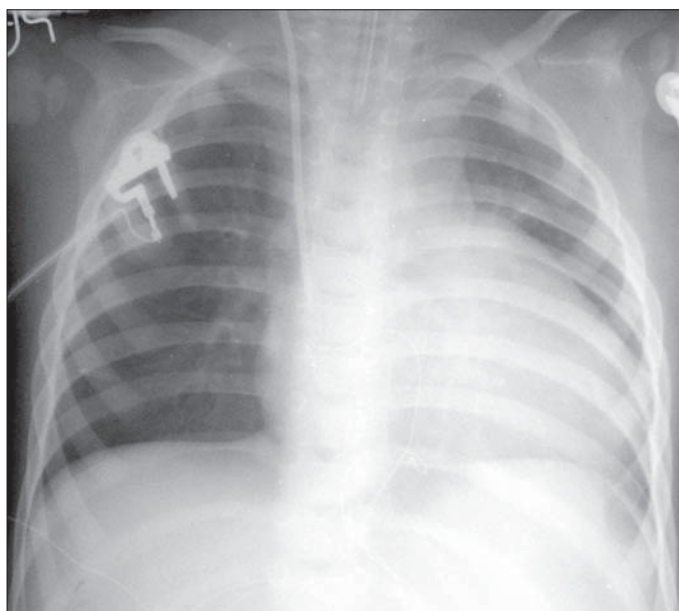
Radiografie toracică AP. Cateter la nivelul venei cave superioare. Sonda de intubație traheală.
